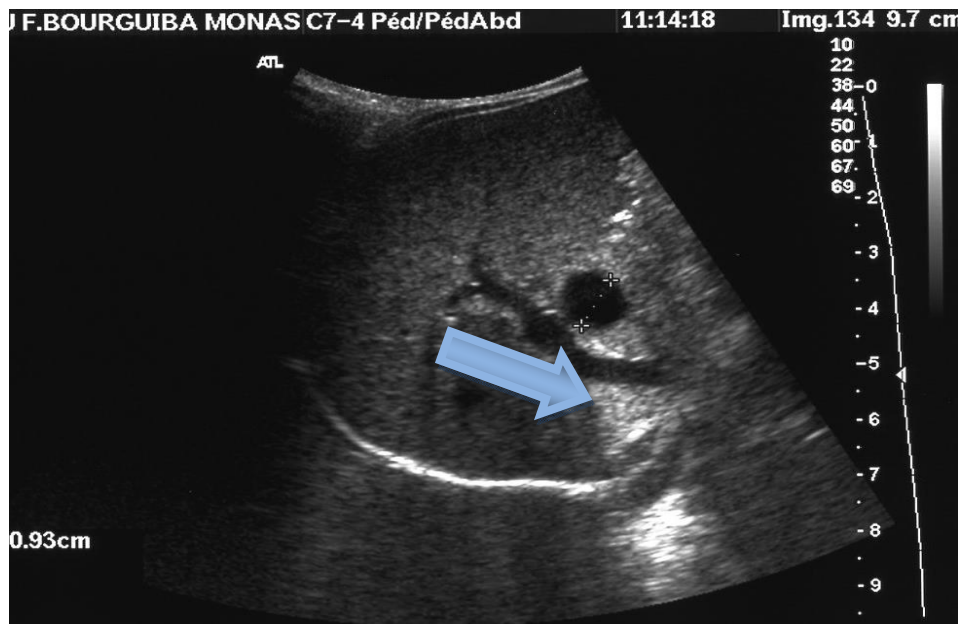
Échographie : Foie homogène, vésicule biliaire non vue, VBIH non dilatées, lésion kystique centimétrique du hile hépatique (flèche)
